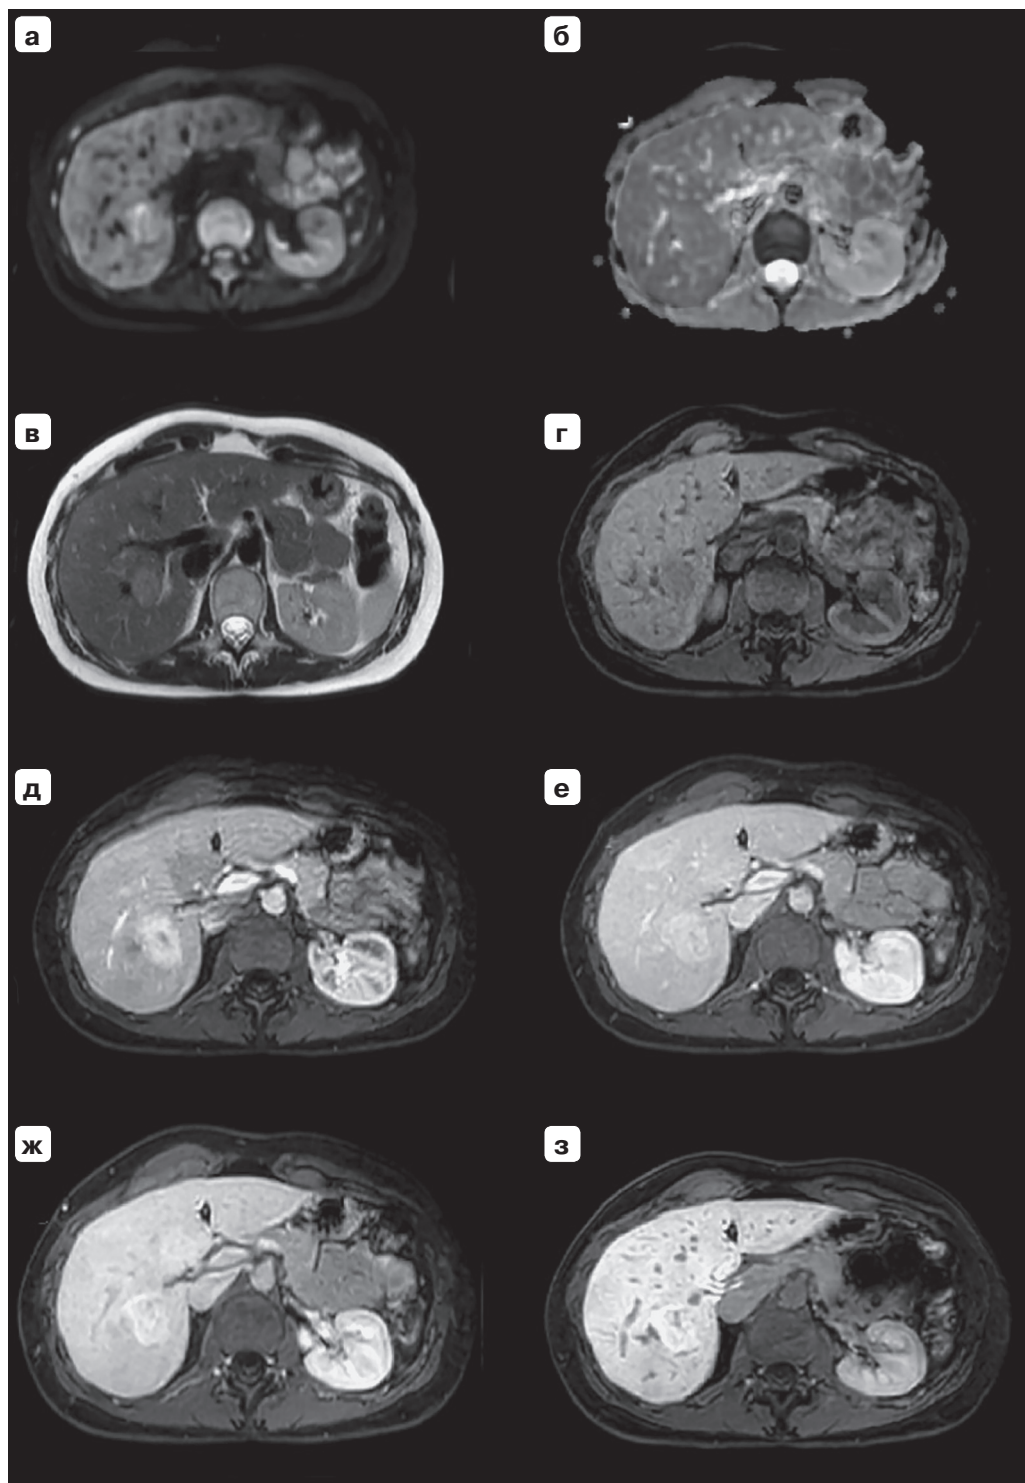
МРТ с ГСКП: фиброламеллярный рак в правой доле печени с наличием вторично-измененных лимфатических узлов малого сальника гетерогенной структуры. В правой доле печени определяется очаг фиброламеллярного рака с гипоинтенсивным на всех последовательностях центральным рубцом, гиперинтенсивным сигналом на ДВИ (а), гипоинтенсивным сигналом на ИКД (б), гиперинтенсивным сигналом на T2-ВИ (в) и гипоинтенсивным сигналом на T1-ВИ (г), гиперваскулярным в артериальную фазу (д) и «вымывающим» контрастный препарат и гипоинтенсивным в портальную (е), транзиторную (ж) и гепатобилиарную (з) фазы.
